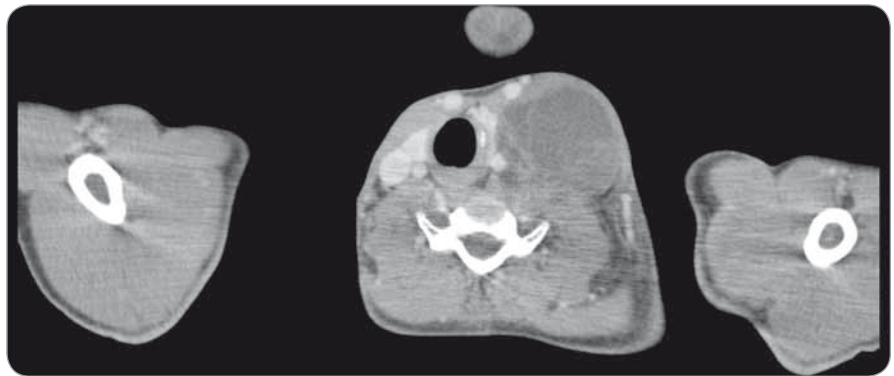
Axial CT scan through left cervical tumor mass pressing thyroid gland and carotid and internal jugular vein.
